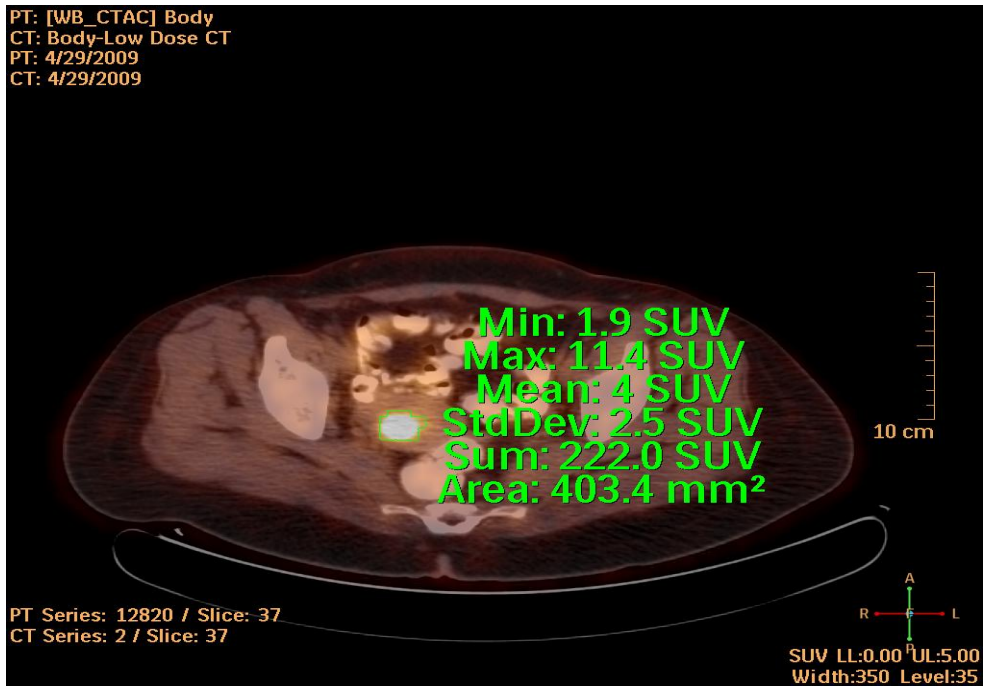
SUV_{Toplam} Değerinin Hesaplanması (A1:Alan1, A2:Alan2, A3:Alan3, A4:Alan4, A5: Alan5)
